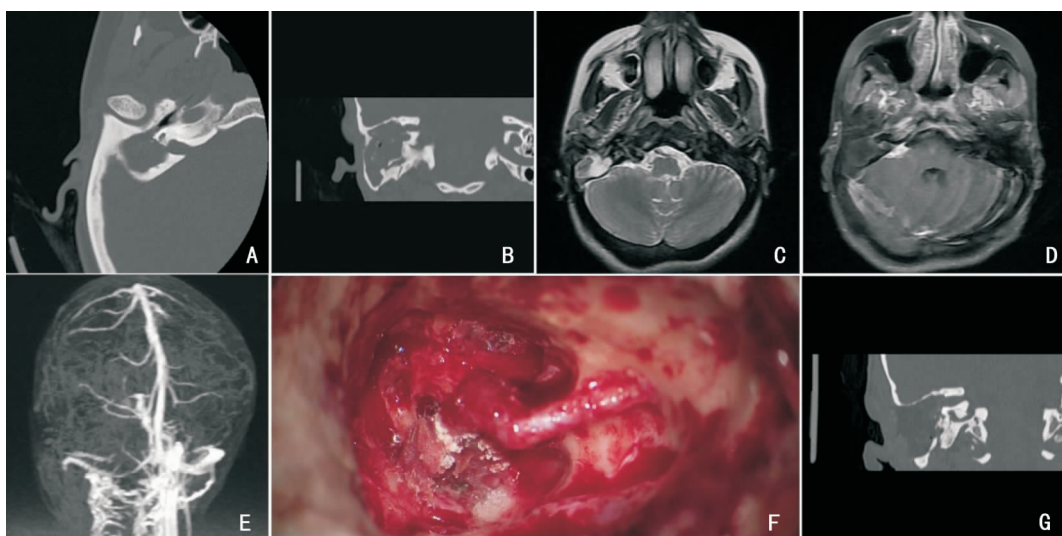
典型病例图片资料 A、B:术前颞骨 HRCT 示右侧中耳软组织影,听骨、前庭、耳蜗破坏,与内听道相同; C、D:术前 MRI 是右侧中耳软组织影,桥小脑角区脑膜强化; E:术前颅内静脉窦成像,右侧横窦纤细,乙状窦未显影; F:术中胆脂瘤切除术后,面神经端端吻合后术腔; G:术后颞骨冠状位 CT 示术腔脂肪填塞
